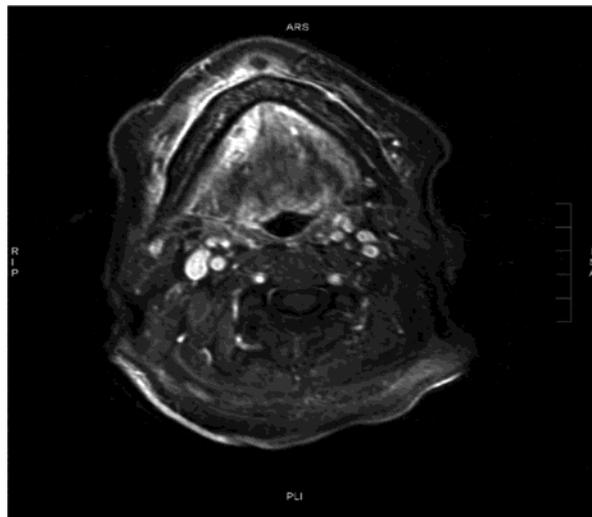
Imagen de una Resonancia Magnética que muestra osteonecrosis en la mandíbula.
